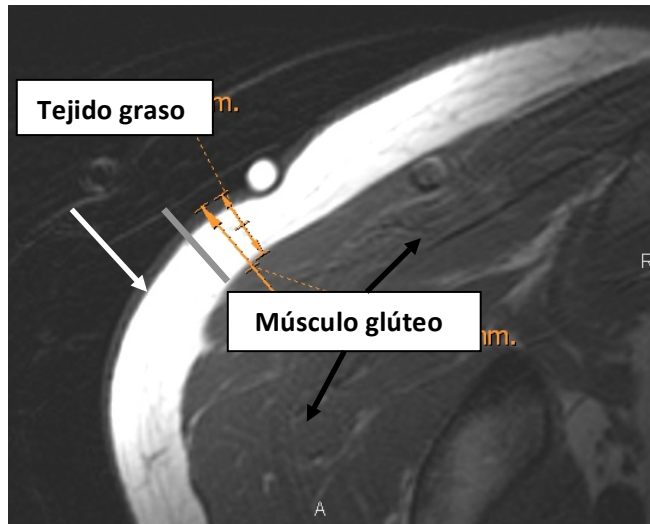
Plano axial T1 región glútea (Archivo RM H. Lienres)
